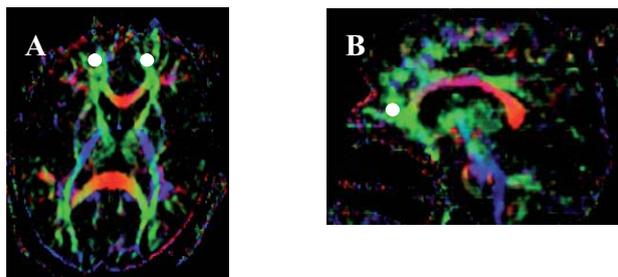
Imagen RM DTI 2D plano axial (A) y plano sagital (B). Se marca con puntos blancos la zona de la medida del tensor, en este caso sustancia blanca frontal derecha e izquierda.
